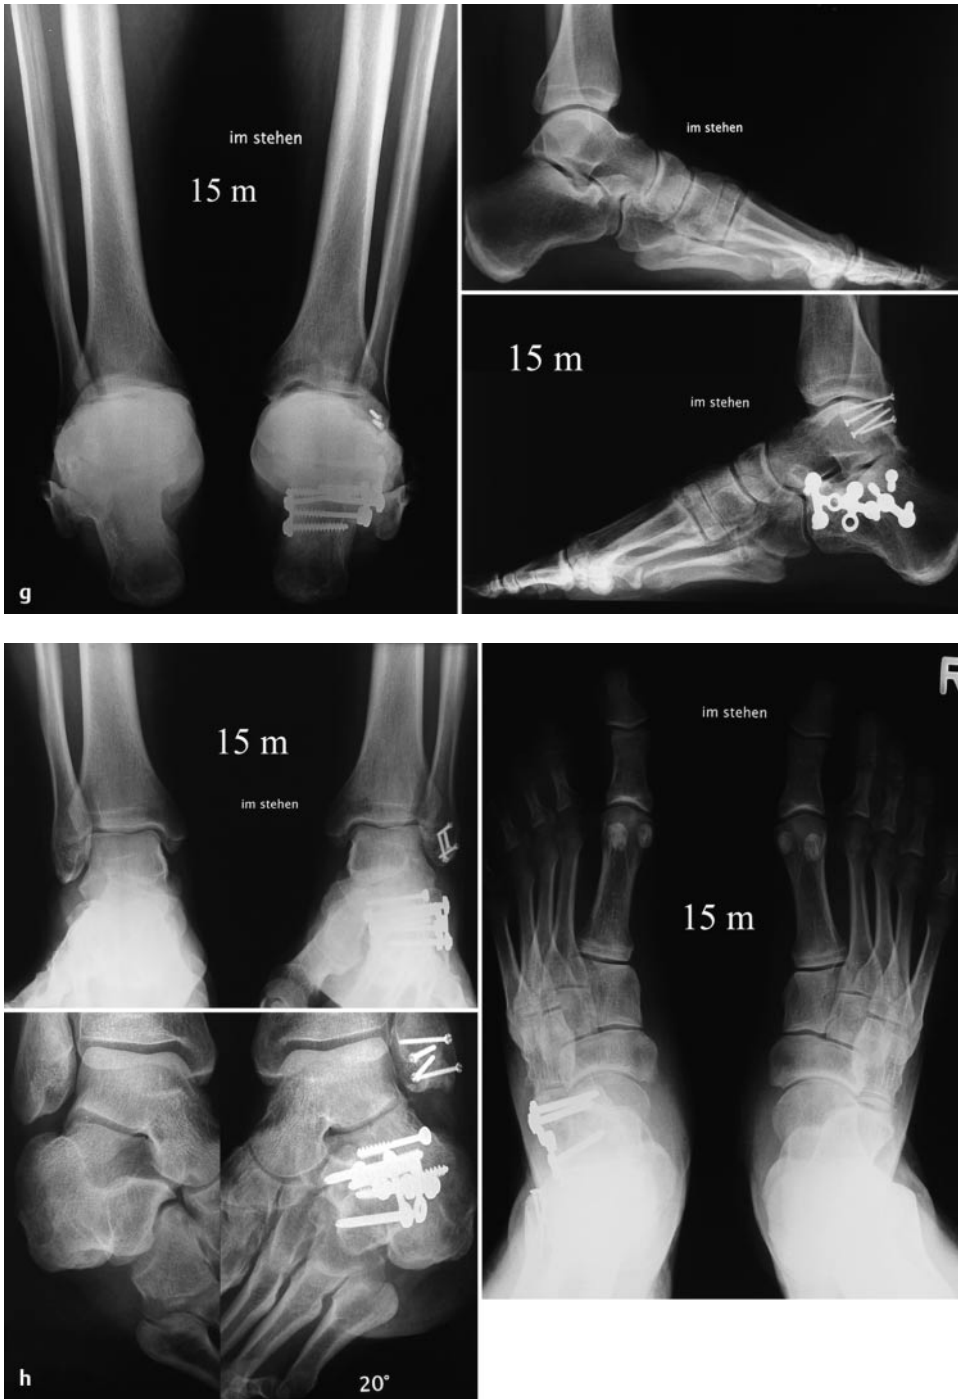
bis h Erheblich dislozierte C2-Luxationsfraktur des Kalkaneus mit zweitgradig geschlossenem Weichteilschaden bei einem 28-jährigen Bierbrauer nach Treppensturz. a Die a.-p. Aufnahme zeigt den kompletten Versatz des Fersenbeines nach lateral unter den Außenknöchel mit Zertrümmerung desselben. Die seitliche Projektion (b) zeigt die nach kranial verrenkte Stellung des Kalkaneus in Bezug zum Talus und die schwere intraartikuläre Destruktion vor allem zum Kuboid hin. c Die dorso-plantare Röntgenaufnahme sowie die weiterführenden CT-Schichten zeigen die schwere Zertrümmerung des gesamten Processus anterior mit erheblicher Verwerfung des Gelenkes. Versatz des Tubers mit der posterioren Facette um über halbe Talusbreite nach lateral bis unter den Außenknöchel mit Zerstörung desselben in seinem distalen Anteil. Zusätzlicher Frakturverlauf bis nahe zur medialen Gelenkfacette hin. d Epimalleolärer modifizierter Palmer-Zugang ermöglicht den Zugang zum Außenknöchel der luxierten Peronealsehnen. e Anatomische Rekonstruktion des Subtalar-Gelenkes in der intraoperativen Brodén-Projektion mit Rekonstruktion des Außenknöchels mittels Minischrauben. Die axiale Aufnahme zeigt das 2-Loch-winkelstabile Plättchen auf der Medialseite im Sinne des Antigleitprinzips. f Die seitliche Fersenbeinaufnahme und die OSG a.-p. Aufnahme zeigen den lateral platzierten 6-Loch-Anteil der winkelstabilen Kalkaneusplatte mit anatomischer Rekonstruktion des Subtalar- und Kalkaneo-Kuboid-Gelenkes sowie des Außenknöchelbereiches. g,h Die 18-Monats-Kontrolle zeigt die anatomische Verheilung bei voller Arbeitsfähigkeit des Patienten nach 3 Monaten.
